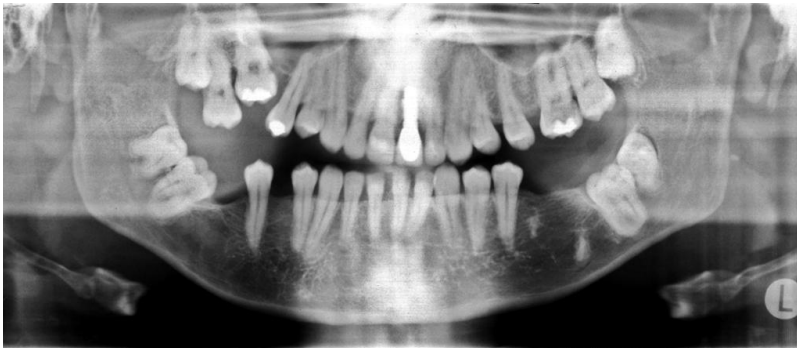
Orthopantomogramm einer primären Durchbruchsstörung. Deutlich zeigen sich o.g. Merkmale wie der lateral offene Biss, hauptsächlich posterior betroffene Zähne sowie bis sowie unilateral betroffene Kiefer.
